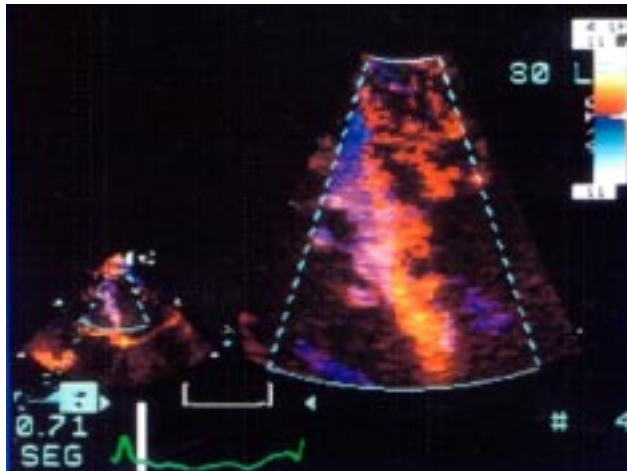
Doppler tisular, mediante esta técnica se clarifica la alteración endomiocárdica del ventrículo izquierdo.
